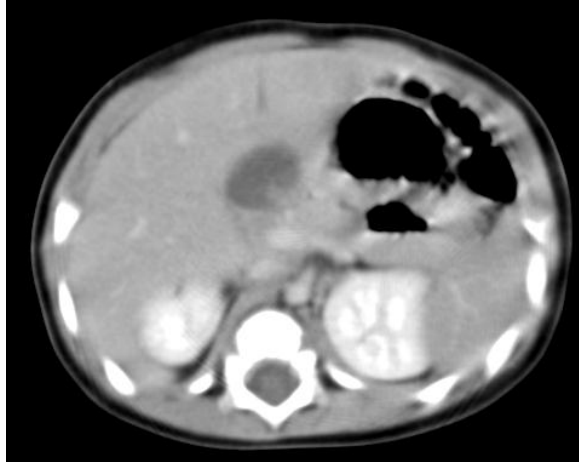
Tomografía abdominal que demuestra imagen hipodensa hacia el lóbulo izquierdo hepático, ovalada, de contornos regulares bien definidos.
